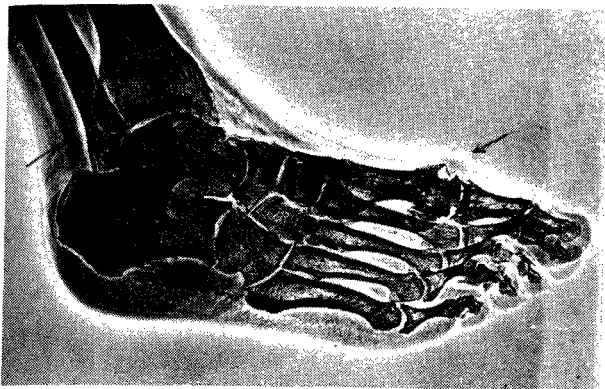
Xerorradiografia de um pé gótico. Notam-se alterações de estrutura, um solo, uma imagem em saca-bocados e calcificações vasculares, além de sinais de artroses várias.
